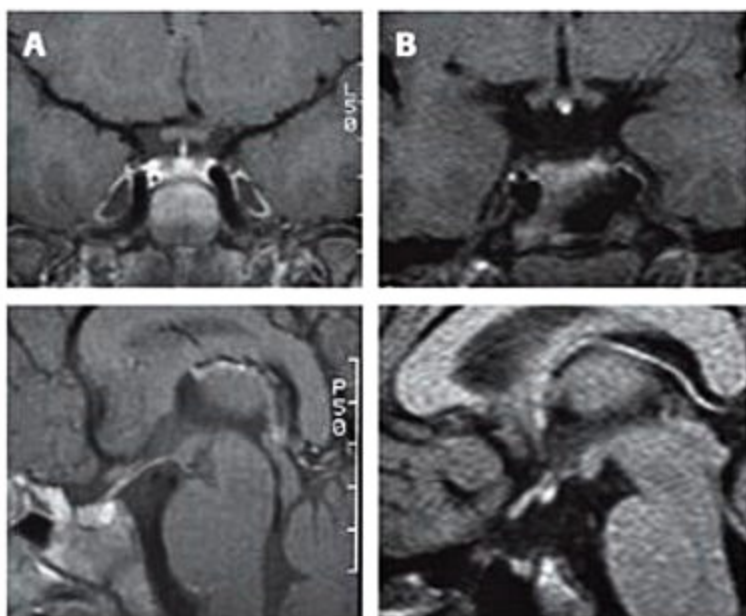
Ressonância magnética da região hipotálamo-hipofisária de uma criança normal (A) e de um paciente com DGH por transecção de haste hipofisária e neuro-hipófise ectópica (B).
